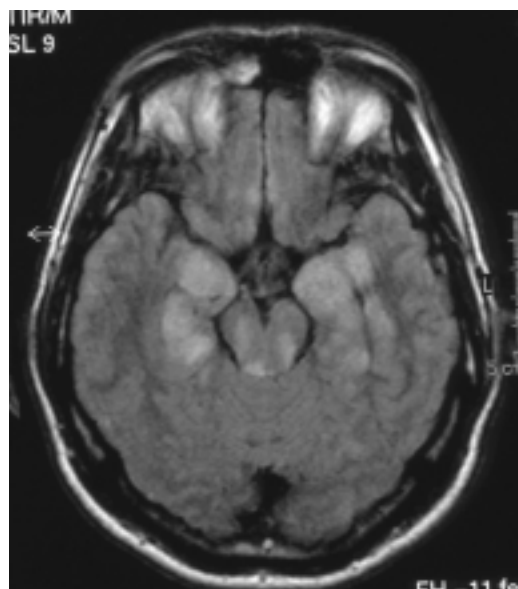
治療前の頭部MRI(FLAIR): 大脳皮質、橋、脳幹を含む広範囲に高吸収域を認める
